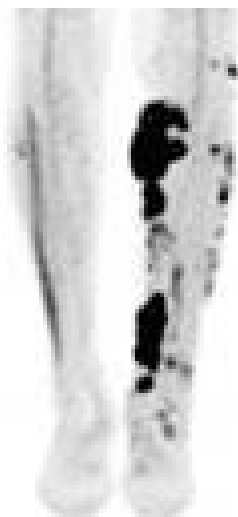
PET TC con contraste endovenoso en fase portal. Se objetivan lesiones en EEII y adenopatías inguino-femorales.
